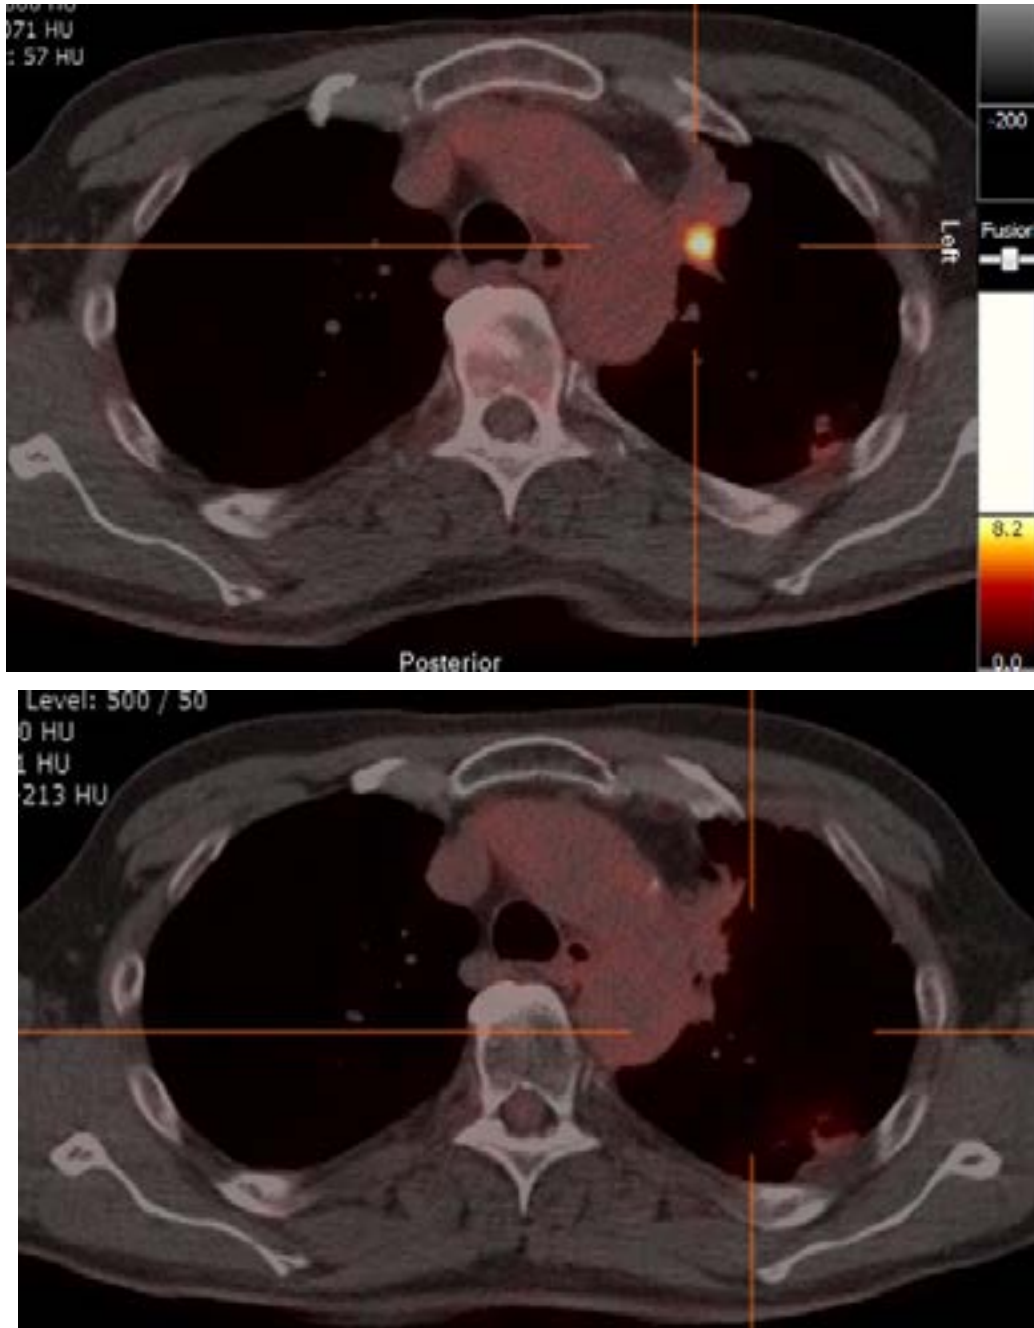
Izquierda: Nódulo hipercaptante adyacente a cayado aórtico en PET-TC de marzo de 2019. Derecha: PET-TC de noviembre de 2019 con nódulo en respuesta metabólica
